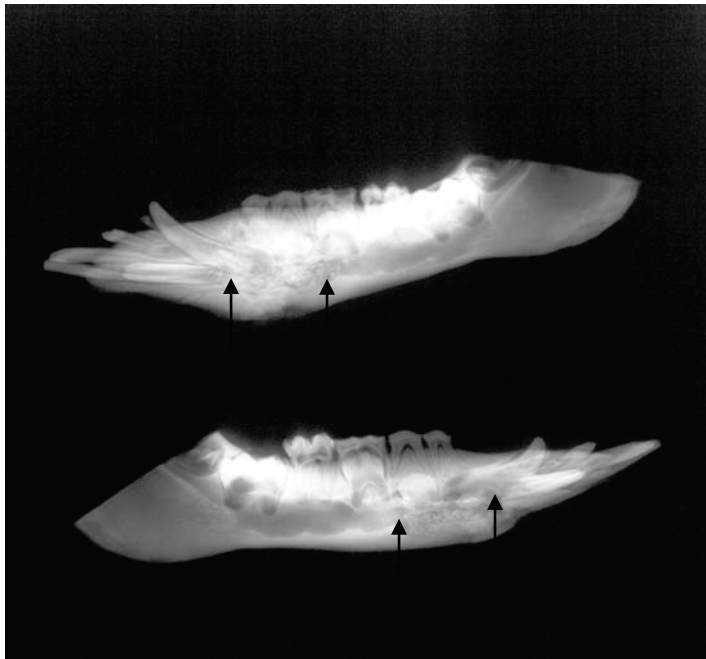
Postmortale Röntgenaufnahme beider Unterkieferhälften im seitlichen Strahlengang nach Applikation von Bio-Oss® (Versuchstier O2)
